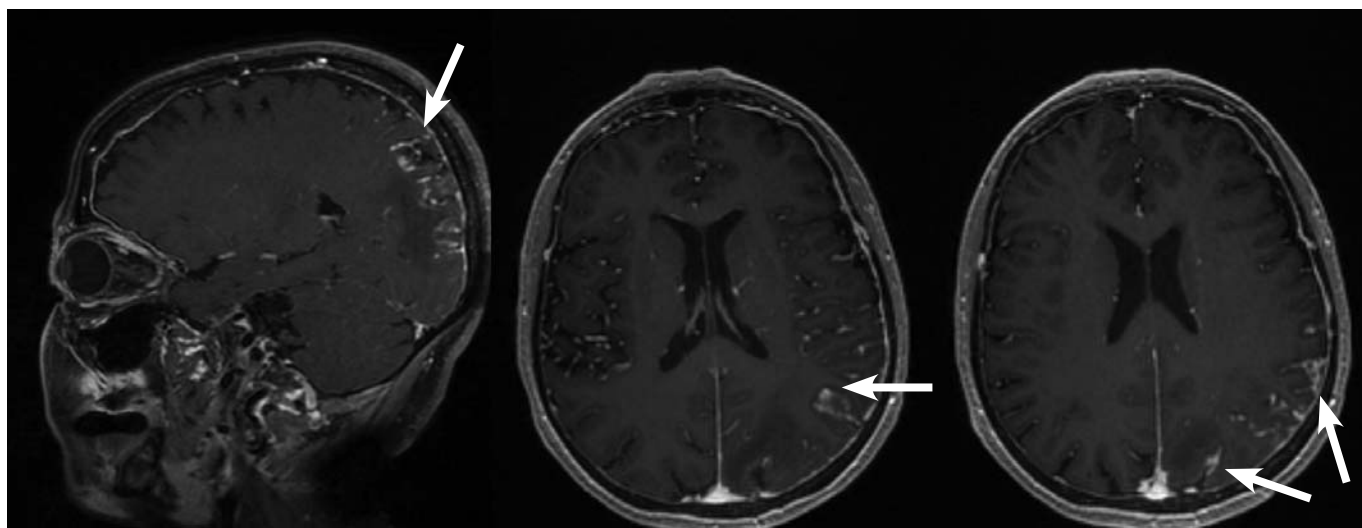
МРТ головного мозга в режиме T1 с контрастным усилением. Активное накопление контрастного препарата твердой мозговой оболочкой левого полушария головного мозга. Лептоменингеальное накопление контрастного препарата в левой теменной и затылочной доле с частичным распространением на височную долю головного мозга (отмечено стрелками)
